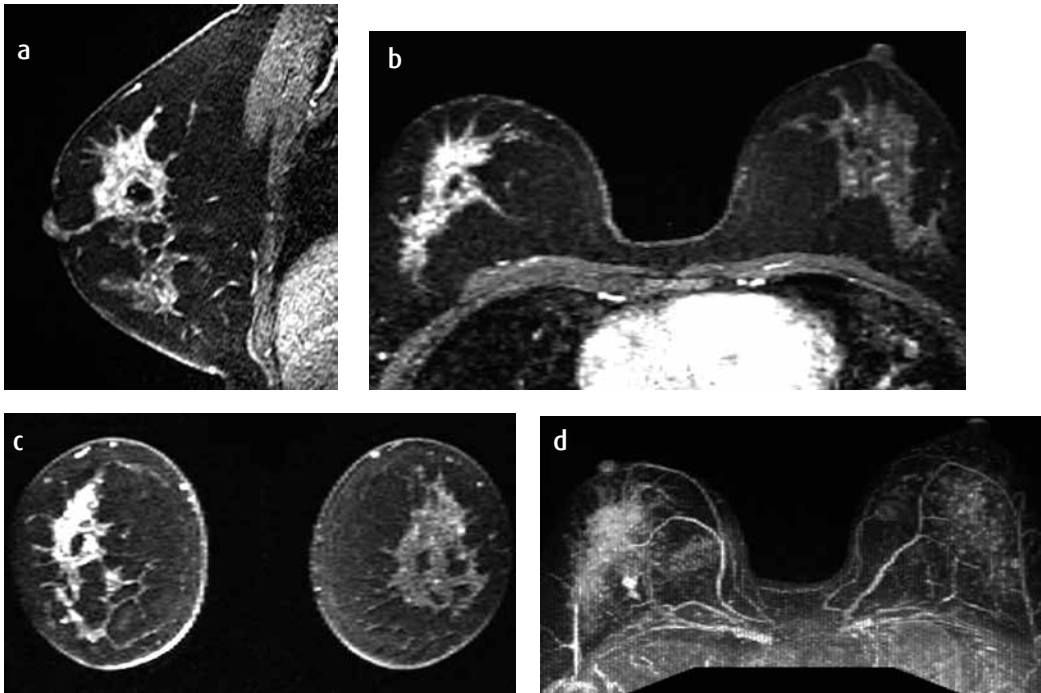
RM, secuencias potenciadas en T1 con saturación grasa y con medio de contraste endovenoso, a) sagital, b) axial, c) coronal y d) reconstrucción axial tridimensional (3D) MIP. Área de realce no nodular regional con realce heterogéneo con el medio de contraste con patrón dendrítico en la mama derecha.
